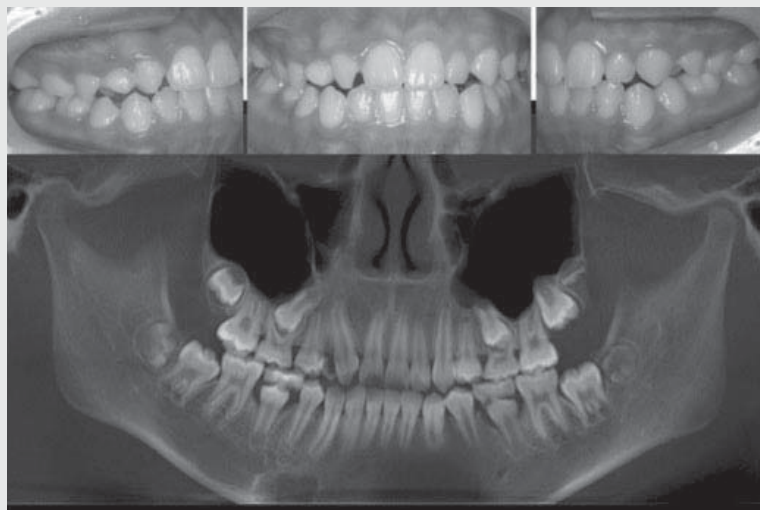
증례 3의 구강 사진과 파노라믹 X-ray. 상악 우측 측절치가 결손되어있고, 제1대구치는 제 1급 앵글씨 관계를 보이고있다.
